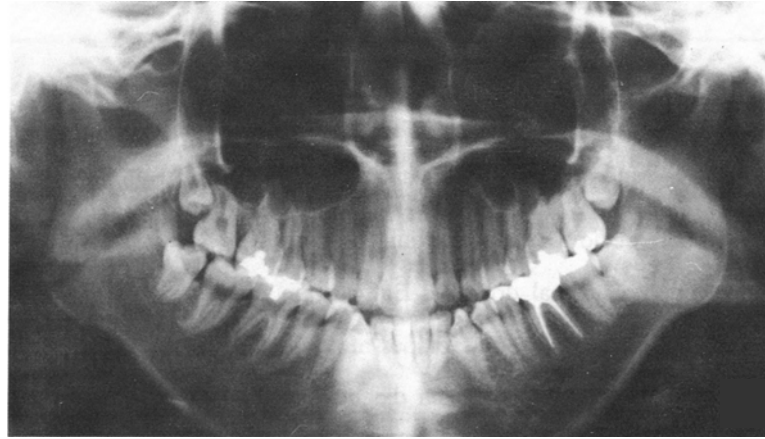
Radiografia panorâmica, evidenciando, a dificuldade de visualização da imagem do odontoma localizado entre canino inferior esquerdo e o pré-molar.
